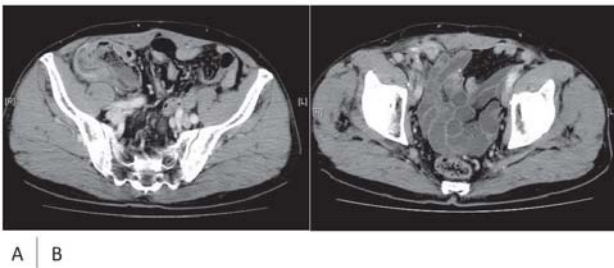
2011年8月 (A) および2012年5月 (B) の腹部造影CT. いずれも右鼠径部に軟部濃度上昇を認め, メッシュ感染と診断した. 明らかな腸管外 gas 像は認めなかった.
